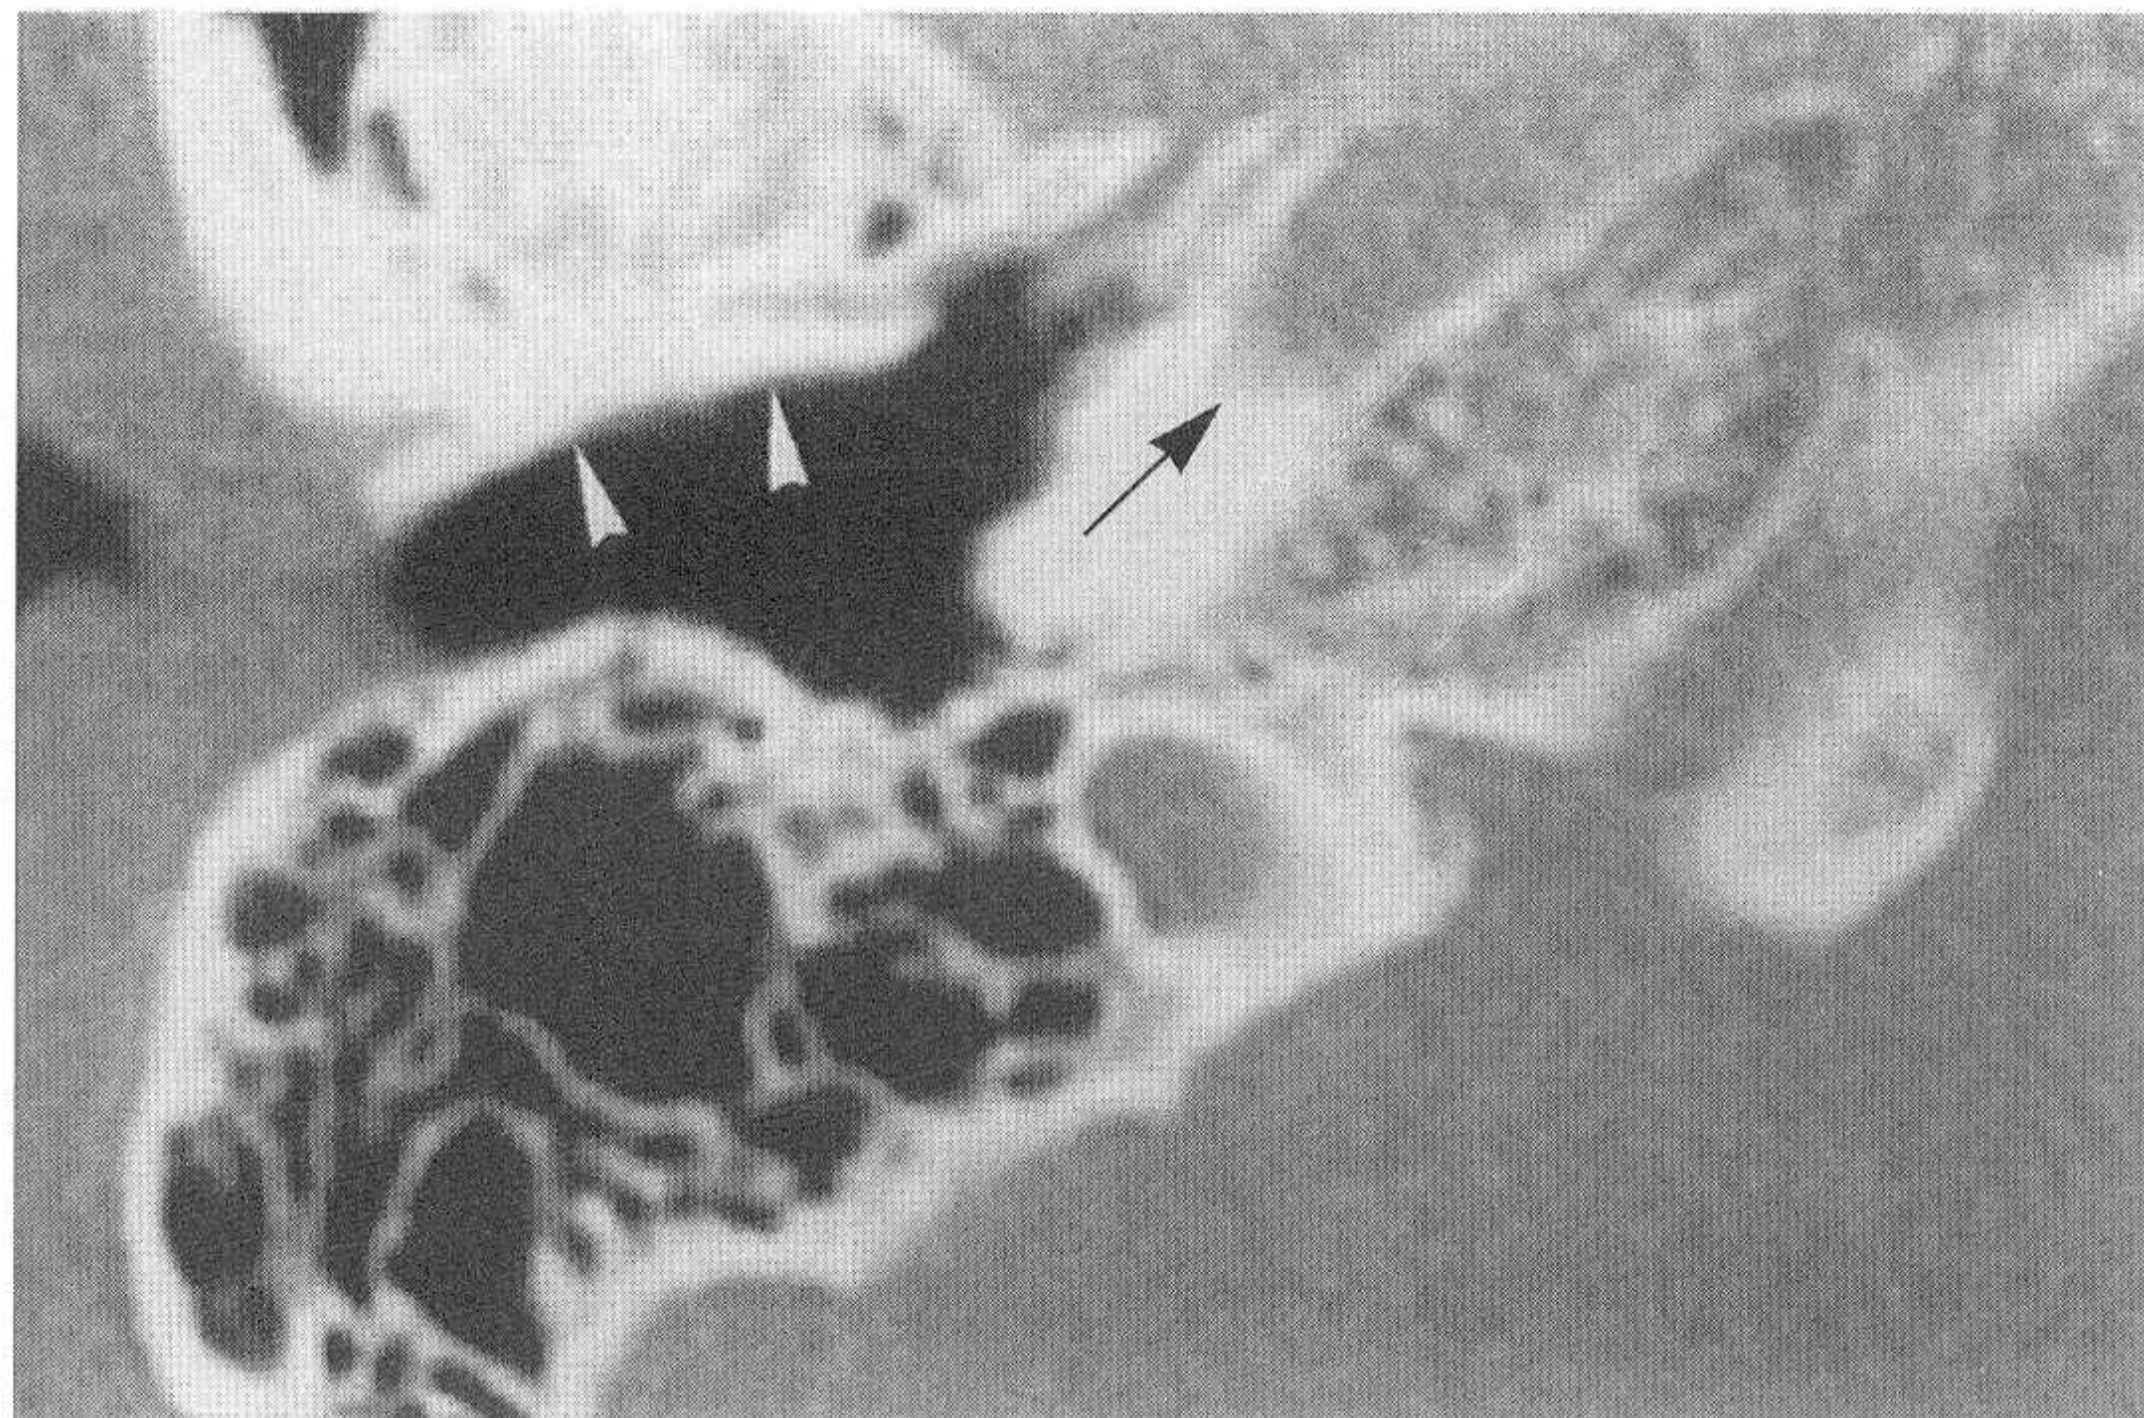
对应正常颞骨CT图像（小箭头示外耳道前壁，大箭头示颈动脉）
